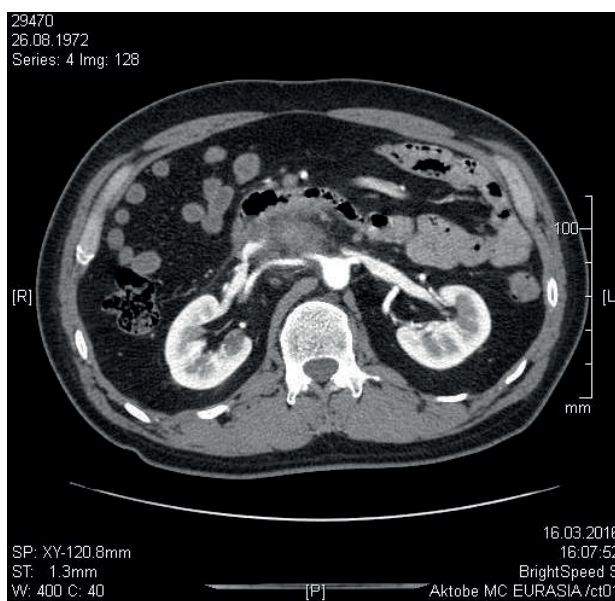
КТ снимок забрюшинного образования
